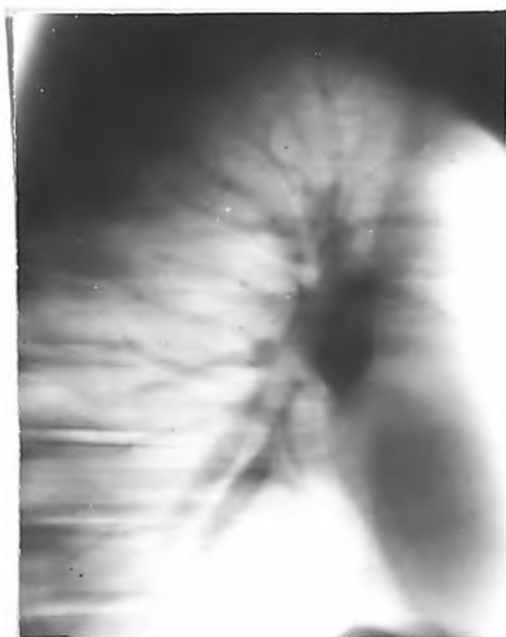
Боковая томограмма правого легкого с поперечным направлением размазывания. Срез 5 см от линии остистых отростков.
